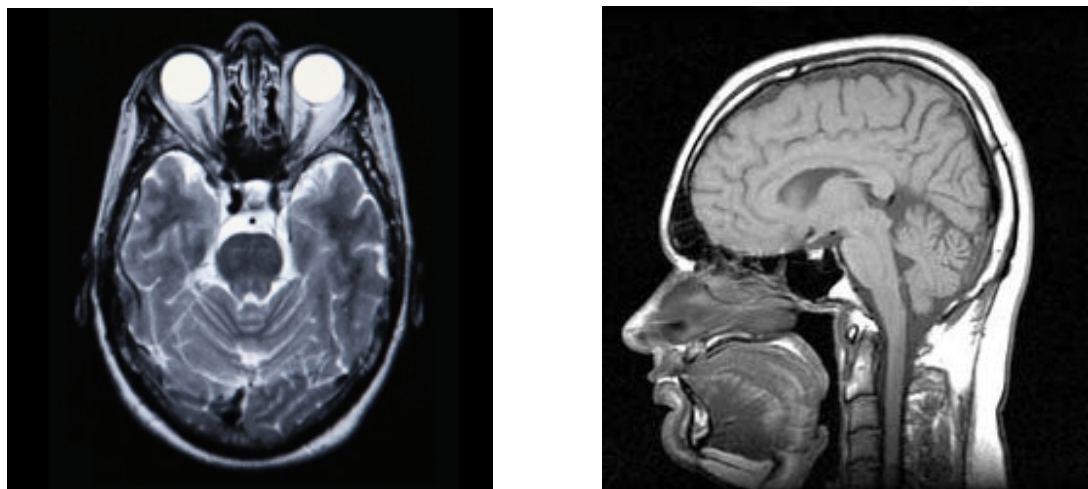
МРТ голови в сагітальній і горизонтальній площинах
